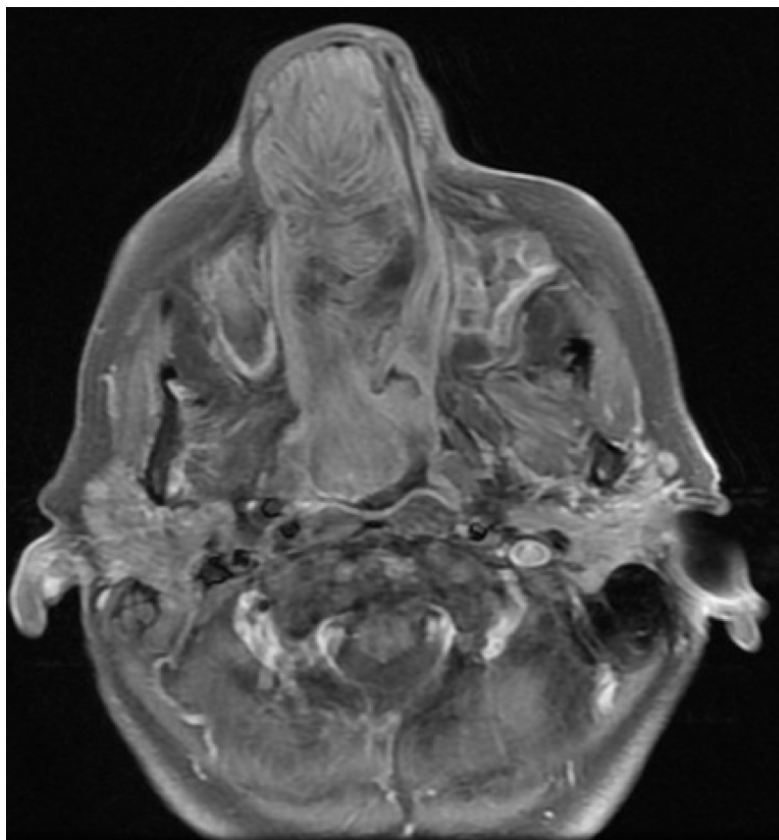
RMN de MCF. Secuencia T1 serie con contraste endovenoso. Corte axial. Se observa realce postcontraste.
